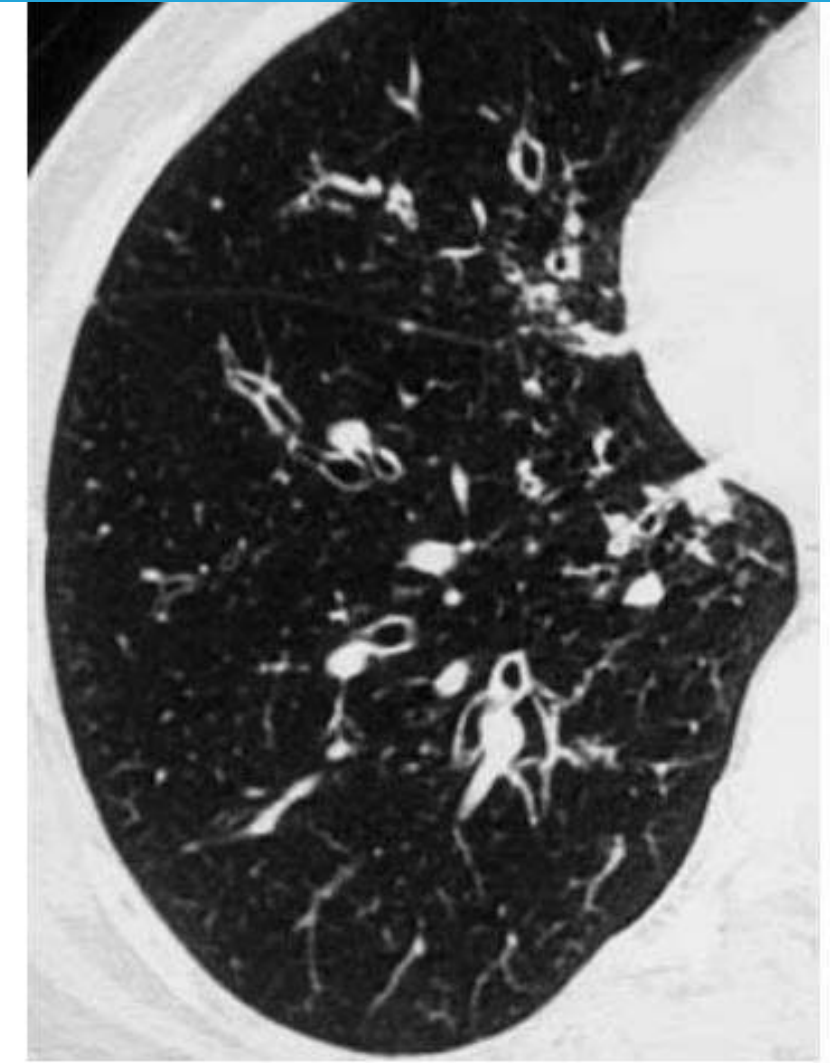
Transverse thin-section CT scan targeted on the right lung from a 56-year-old woman with primary Sjögren's syndrome (PSS) and airways involvement shows cylindrical bronchiectasis in the right middle and lower lobes
